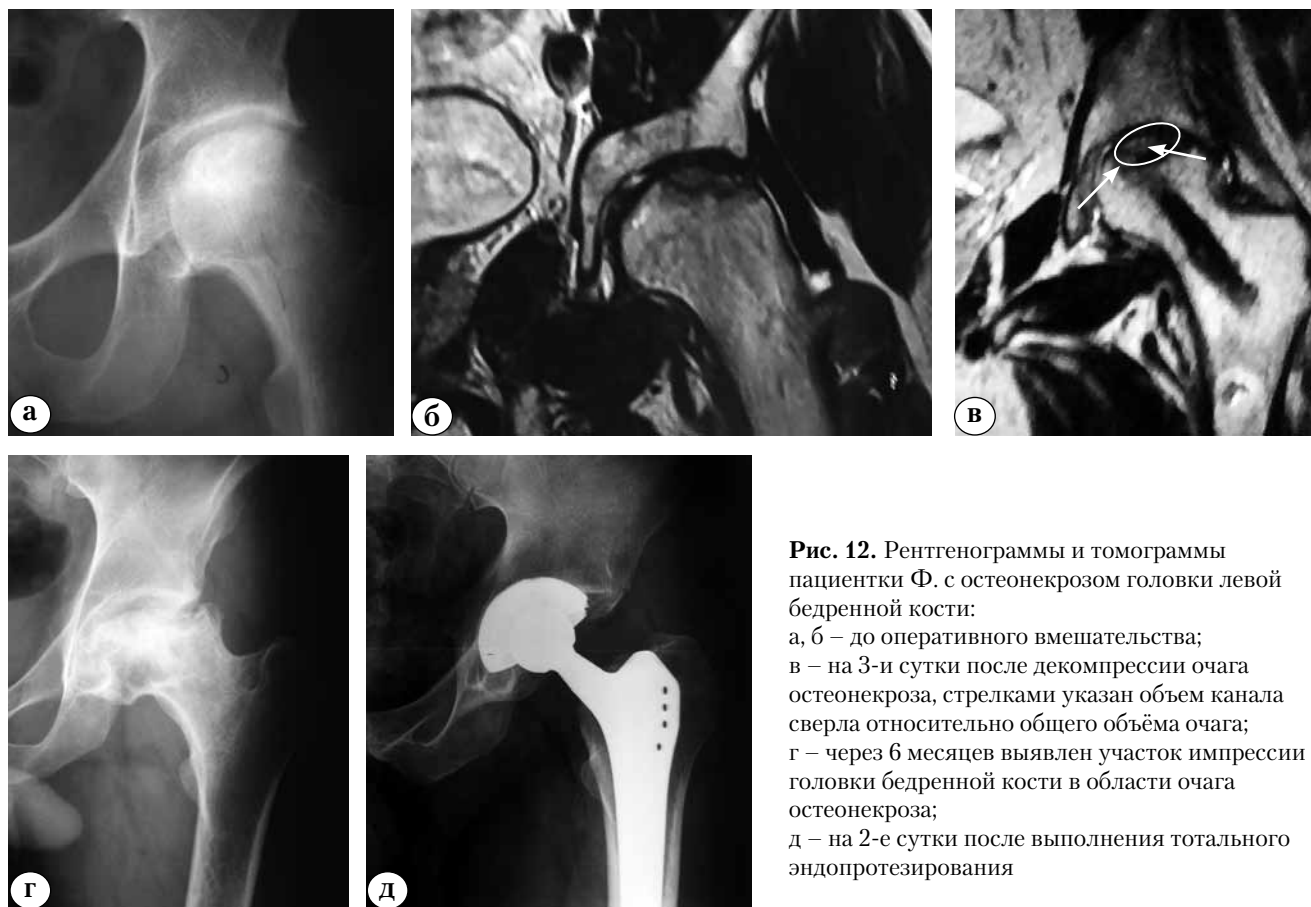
Рентгенограммы и томограммы пациентки Ф. с остеонекрозом головки левой бедренной кости:
